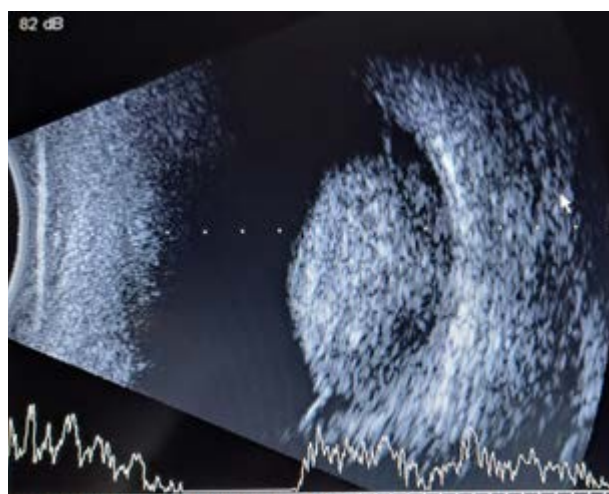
Ultrasonido ocular en modo A y B. Lesión en aspecto de Domo de configuración interna homogénea, sombra acústica posterior y DR inferior.
